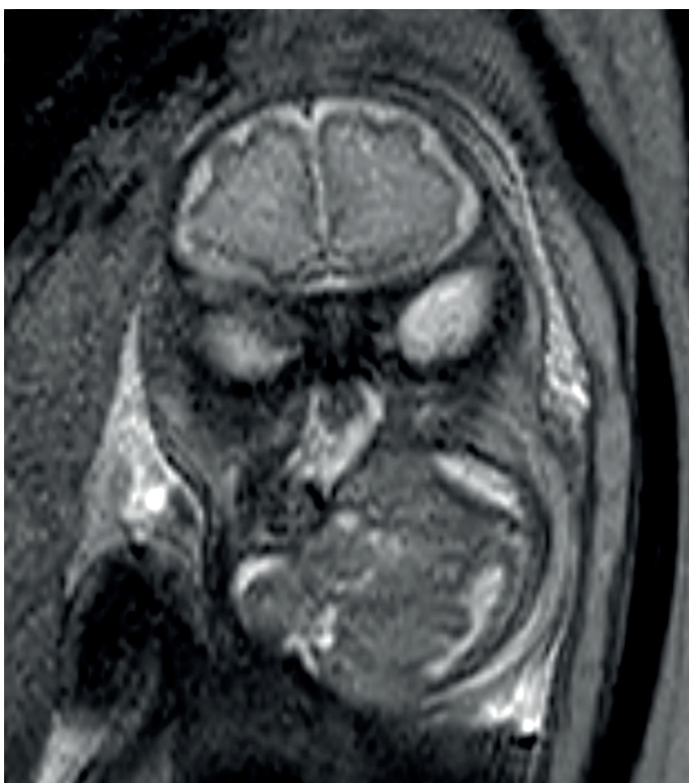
Resonancia a las 35 semanas, secuencia T2. Se observa una lesión heterogénea mixta, quística-sólida, en el hemicuello izquierdo, con extensión al piso de la boca y desplazamiento de la vía aérea.
